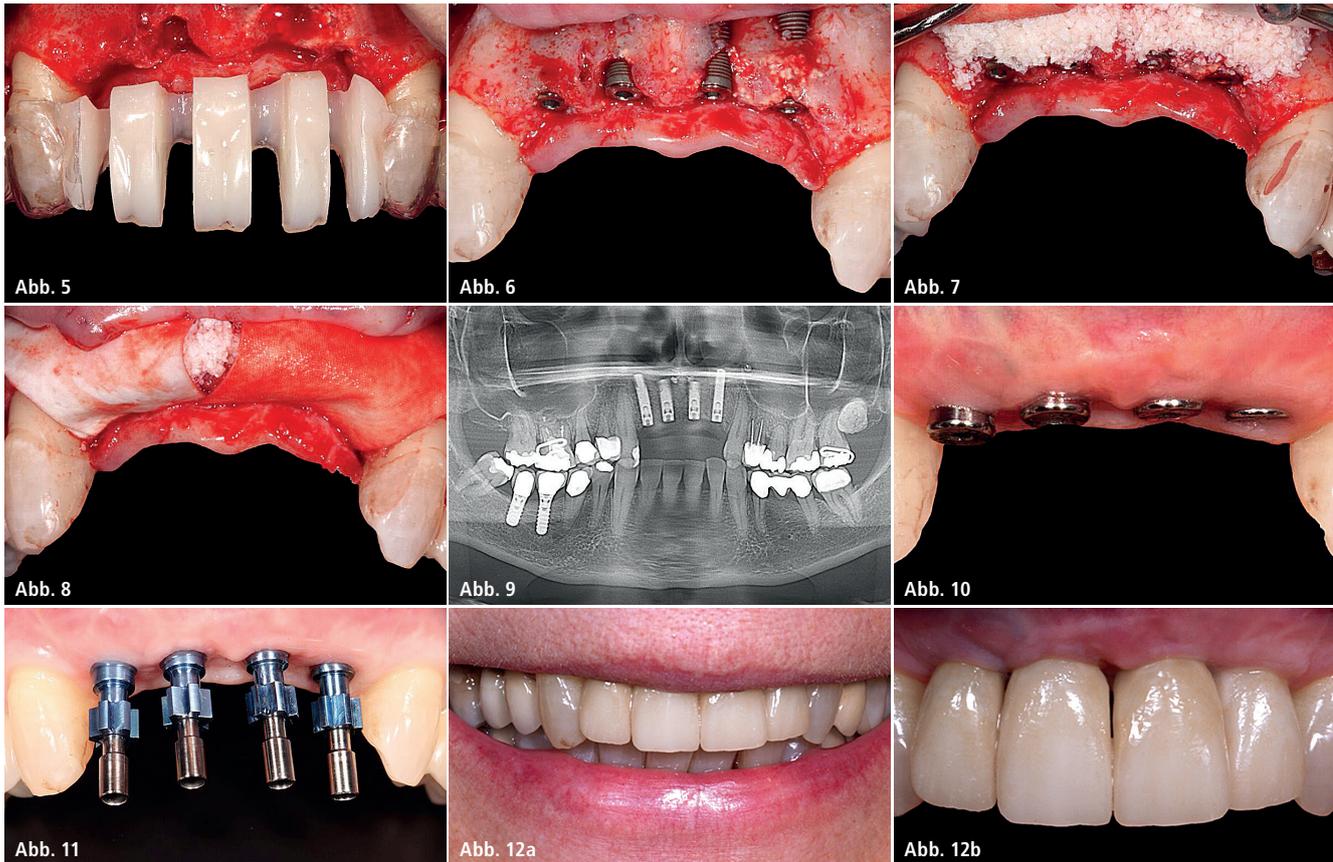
Verwendung einer im Hauslabor hergestellten Bohrschablone. – Abb. 6: Implantation mit durchmesserreduzierten Ezzetic™ Implantaten Regio 12, 11, 21, 22. – Abb. 7: Auffüllen der Defekte mit xenogenem Knochensatzmaterial (Bio-Oss®), gemischt mit Eigenknochen, der aus dem Bohrstellen gewonnen wurde. – Abb. 8: Verwendung einer Kollagenmembran (OsseoGuard). – Abb. 9: Röntgenkontrolle nach Implantation Regio 12–22. – Abb. 10: Situation drei Wochen nach Freilegung. – Abb. 11: Offene Abformung 12–22. – Abb. 12a und b: Lachbild und En-face-Bild nach Eingliederung der implantatgetragenen Restauration 12–22, auffällig sind die durch lange Zahnlosigkeit fehlenden interdentalen Papillen.
